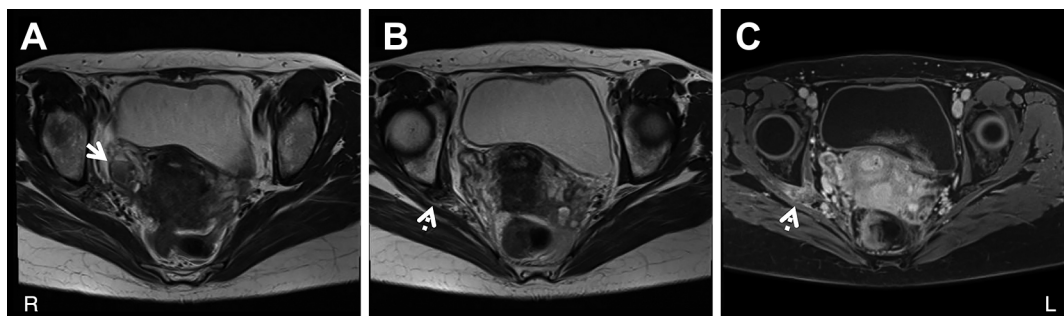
Pelvic T<sub>2</sub>-weighted (1.5 T, TR 4,000 ms, TE 81 ms) and gadolinium-enhanced 3D volumetric interpolated breath-hold examination (3D-VIBE) (1.5 T, TR 3.86 ms, TE 2.11 ms) MRI findings.
